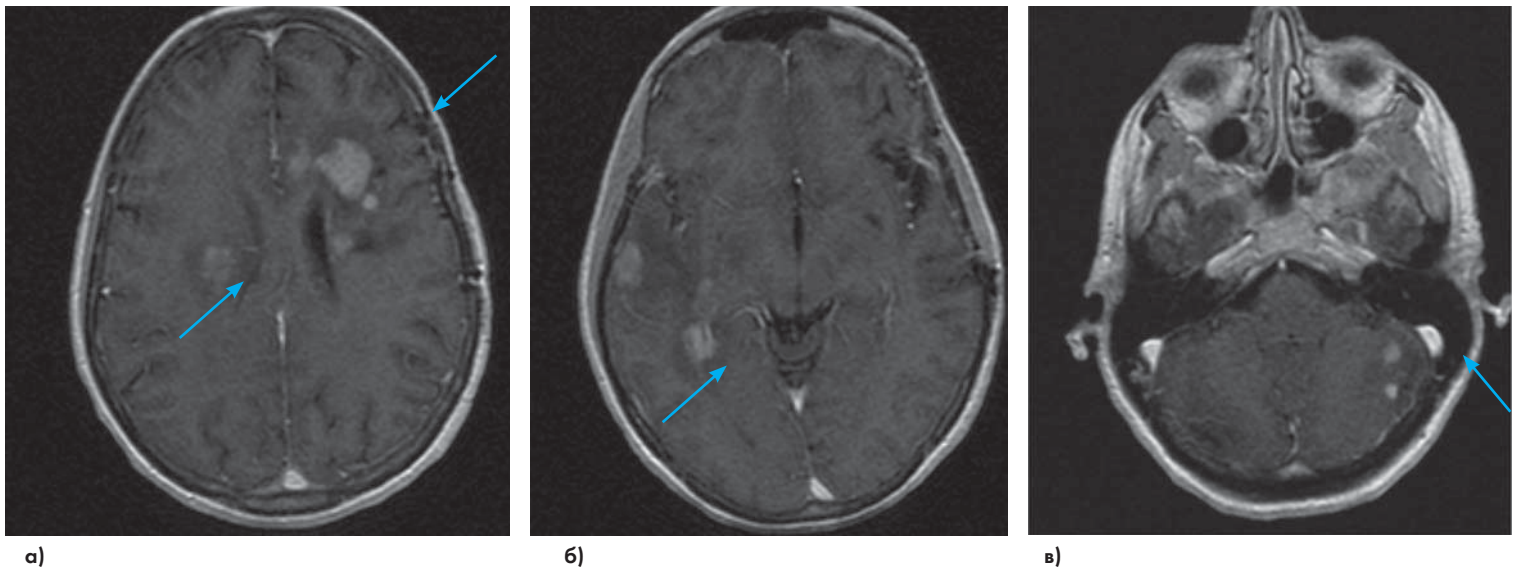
Больная М. 52 г. МРТ головного мозга с в/в контрастным усилением (мультифокальное поражение ЦНС)
